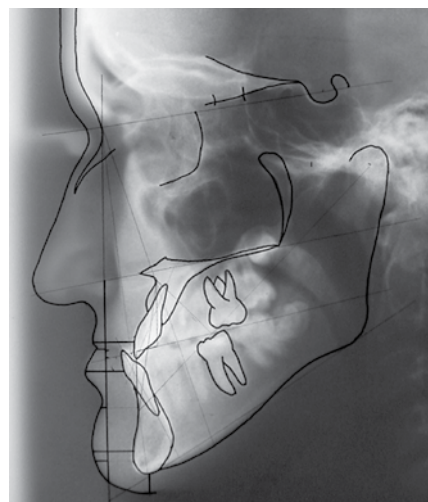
Боковая телерентгенограмма до лечения
